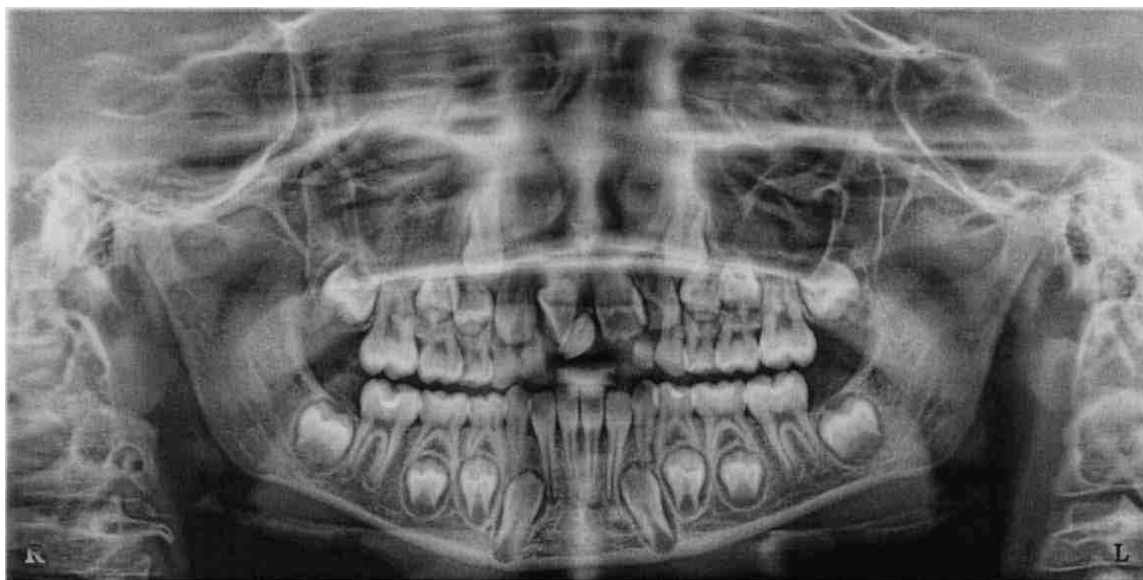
На представленной ортопантомограмме можно диагностировать наличие сверхкомплектного резца верхней челюсти
